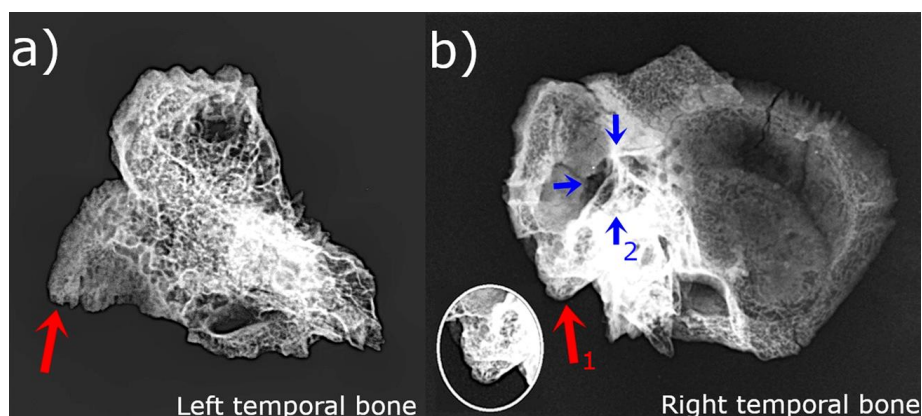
Radiografía de ambos huesos temporales del individuo afectado 60 kV x6,4 mAh. a) Vista lateral del hueso temporal izquierdo. La flecha apunta a la apófisis mastoide. b) Vista lateral del hueso temporal derecho patológico. Las celas aéreas mastoideas muestran hueso diploico. Las flechas apuntan a la apófisis mastoide (1), que se amplía dentro del círculo, y los bordes de la perforación (2).
